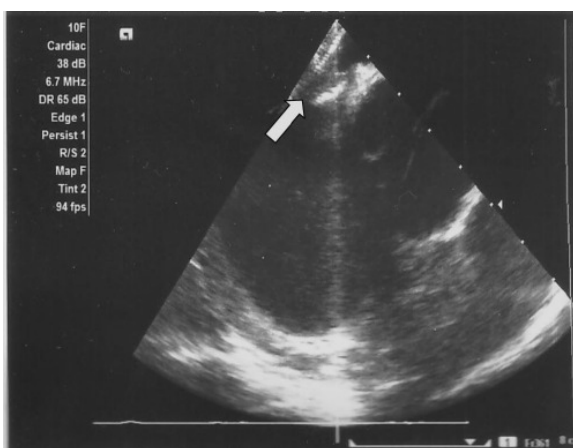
Imagen de ecocardiograma intracardiaco donde se aprecia el dispositivo de cierre y el momento cuando se está liberando sobre el septum interauricular en el lado izquierdo.
